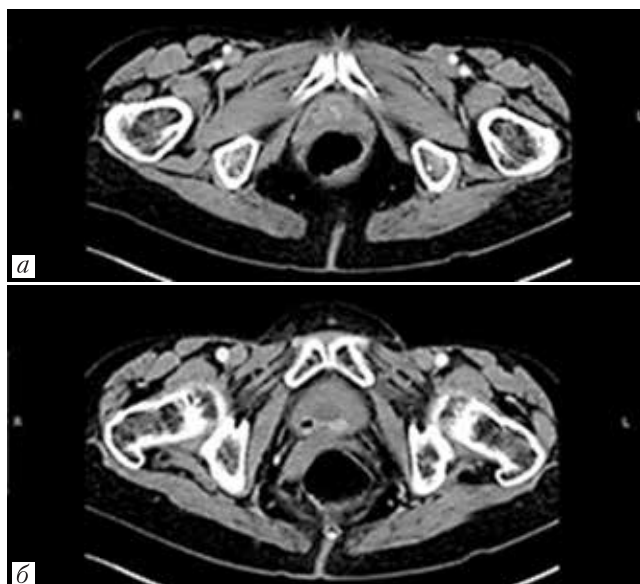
КТ органов малого таза с внутривенным контрастированием от 15.09.2017
